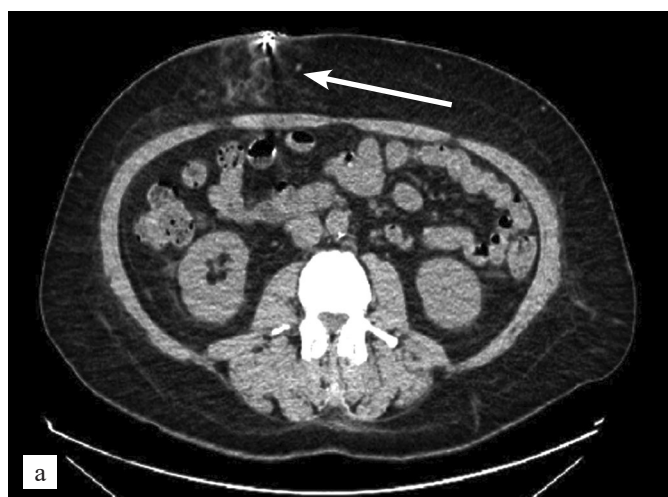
КТ-картина распространения инфекции в толще подкожной жировой клетчатки по ходу кабеля управления системы ДМПК: а – стрелкой указана область инфильтрации подкожно-жировой клетчатки вокруг кабеля устройства ДМПК; б – стрелкой указана область скопления газа в толще подкожно-жировой клетчатки вокруг кабеля устройства ДМПК
